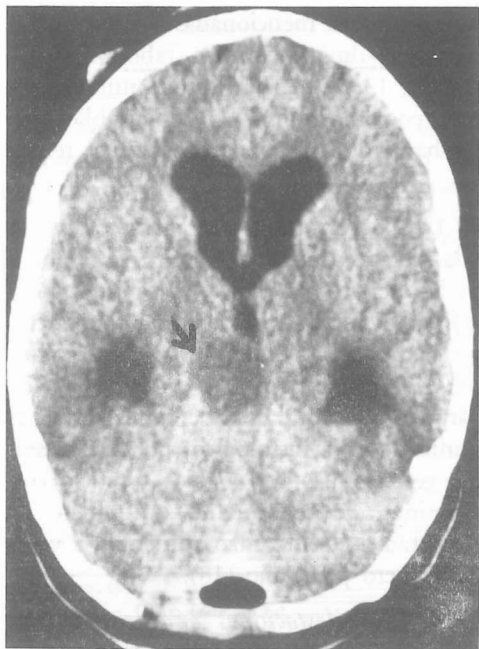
Imagen de TAC cerebral mostrando una lesión tumoral en pacientes con neurofibromatosis
